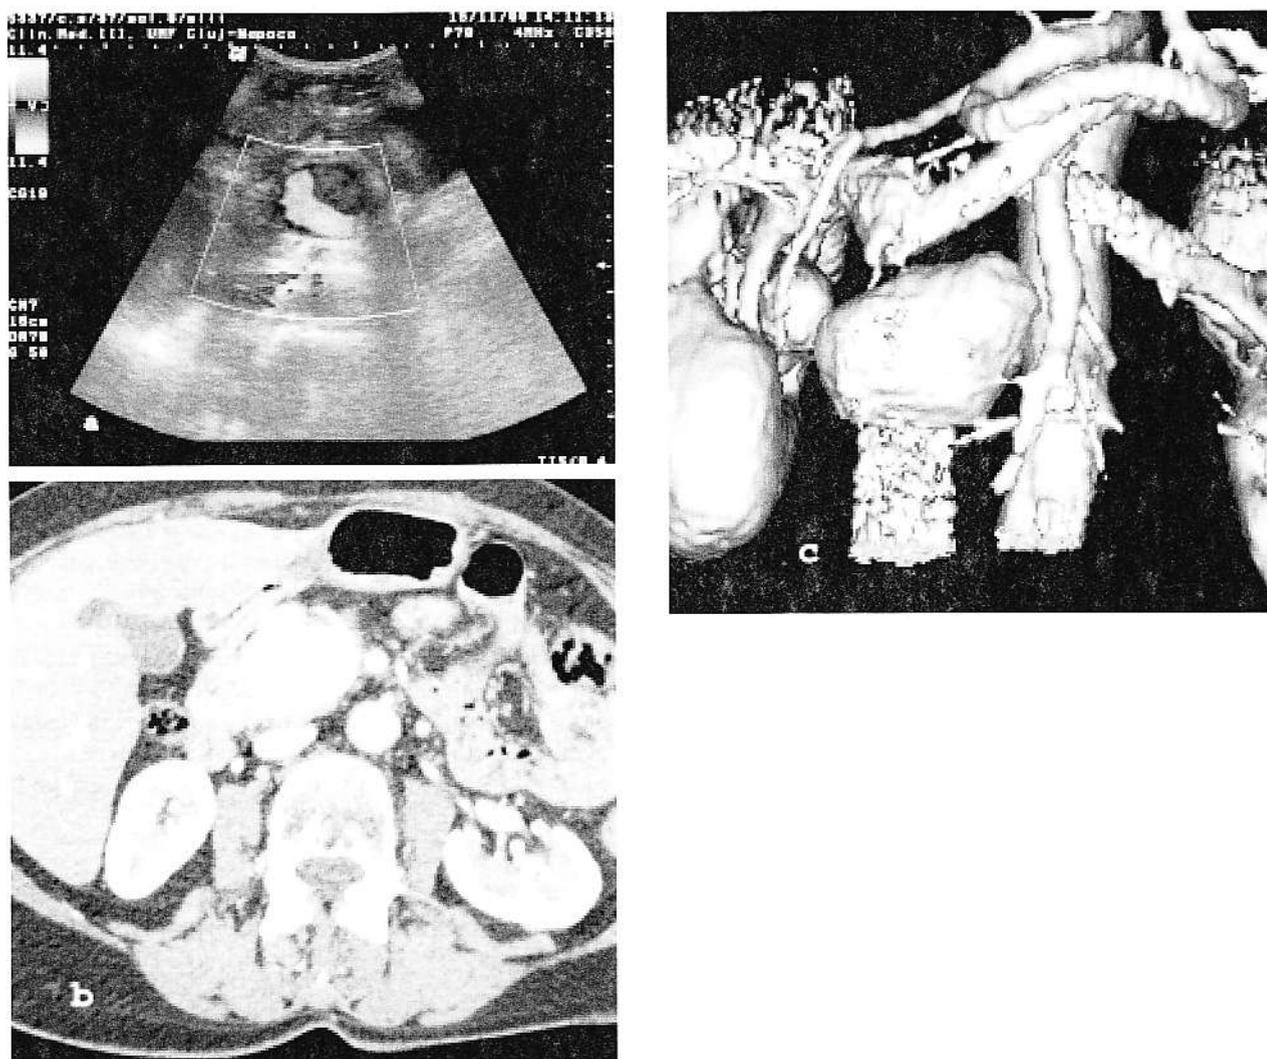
a-c. Aspect Doppler color sugestiv pentru o distensie „pseudo-anevrismală” a venei splenice (a) la un pacient cu pancreatită în antecedente; concomitent aspectul computer-tomografic, în modul spiral, al unui pseudo-anevrism (b) al arterei mezenterice superioare și respectiv reconstrucția 3D a acestuia (c), prin randare „Surface Shade Display”- SSD (prin bunăvoința Profesor dr. WR Lees, Middlesex Hospital, UCL, UK)
